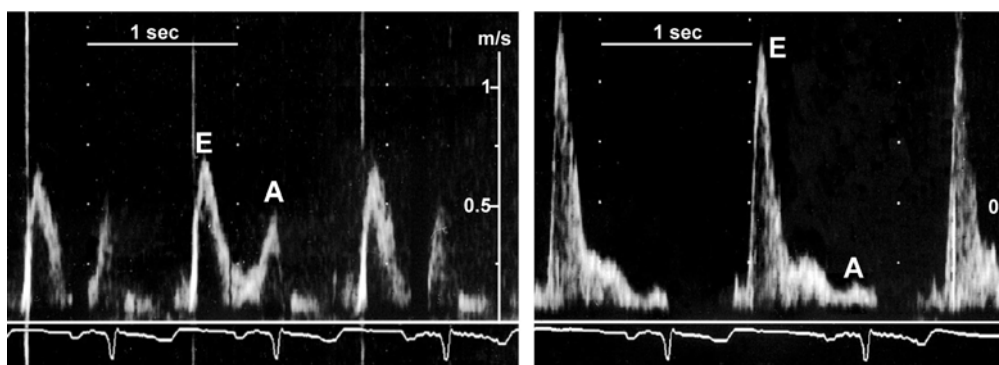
Dopplerechokardiographische Flussgeschwindigkeitsprofile über der Mitralklappe bei einem Patienten mit ASD und restriktiver Funktionsstörung des linken Ventrikels. Links mit offenem ASD, rechts unter temporärer Blockung des ASD mit einem Ballon. Die A-Welle verschwindet fast vollständig als Ausdruck der gestörten Ventrikelcompliance.
